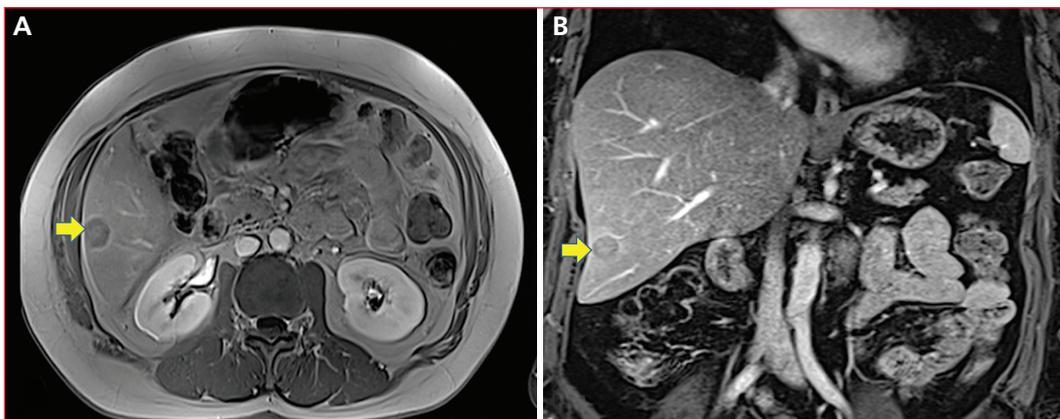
• IRM hépatique en coupes axiale (A) et coronale (B) en séquence T2 montrant une métastase hépatique unique de 21 mm de grand axe (flèche jaune).
